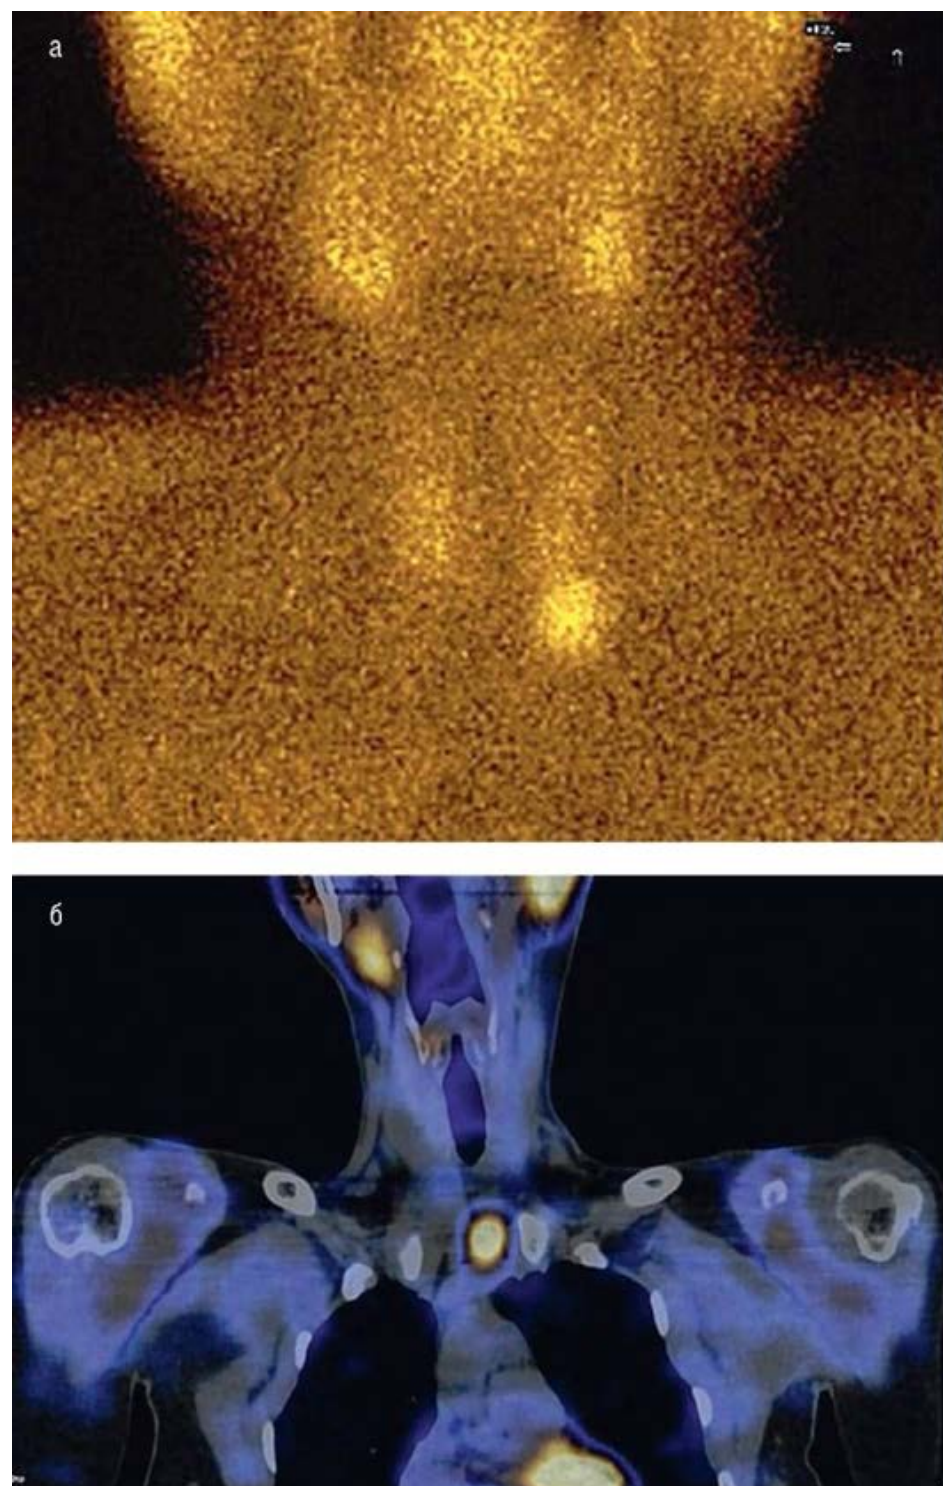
Сцинтиграфия с $^{99\text{Tc}}$ -технетрилом: а - планарный снимок; б - однофотонная эмиссионная компьютерная томография в сочетании с компьютерной томографией. Аденома нижней левой околощитовидной железы
